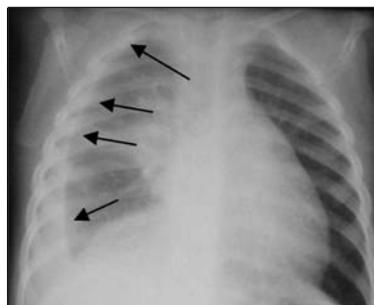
Radiografía frontal de tórax que muestra derrame pleural derecho, que se extiende hasta el vértice del pulmón derecho (flechas)
